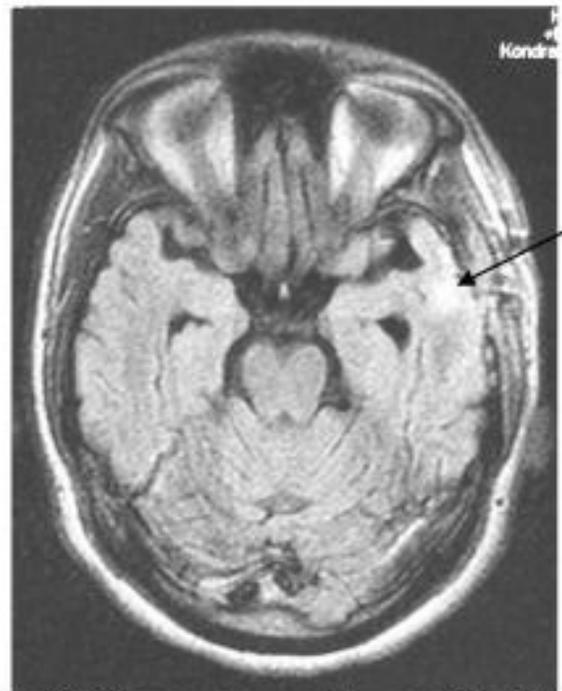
МРТ головного мозга больного П., на 21-е сутки после операции. Стрелкой показан участок отёка мозга в месте ранения.
